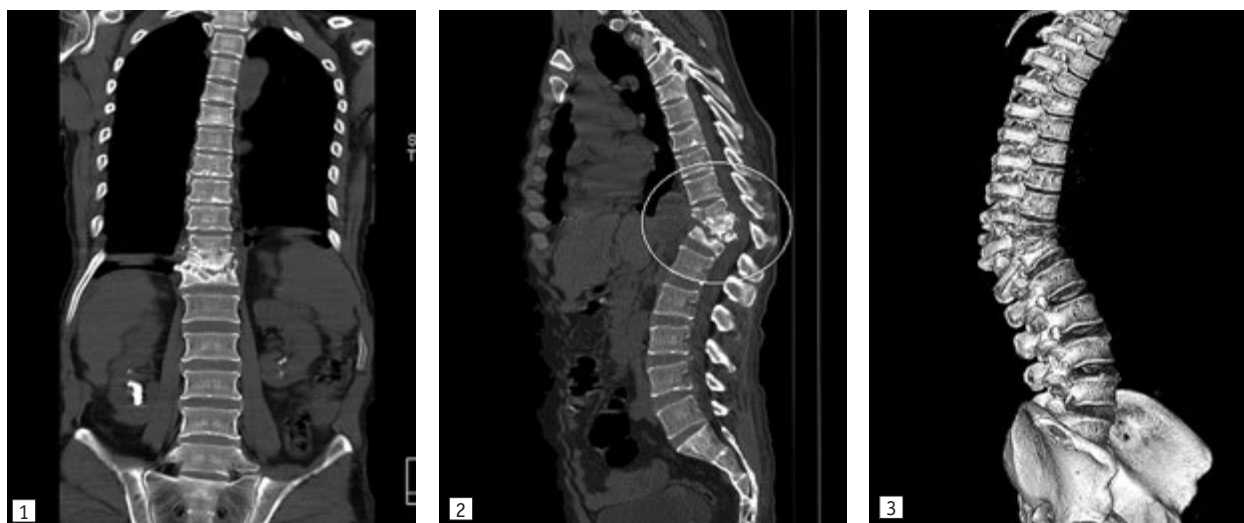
КТ грудного та поперекового відділу хребта 45-річного хворого, який звернувся по допомогу після виникнення нижнього парапарезу (до того біль у хребті турбував кілька років; знімки надані Н.В. Дереш)
